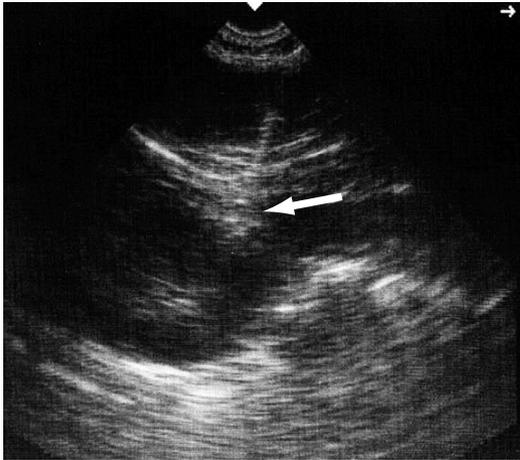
マイクロコンベックスタイプ超音波端子を用いたの生検時超音波探査像
